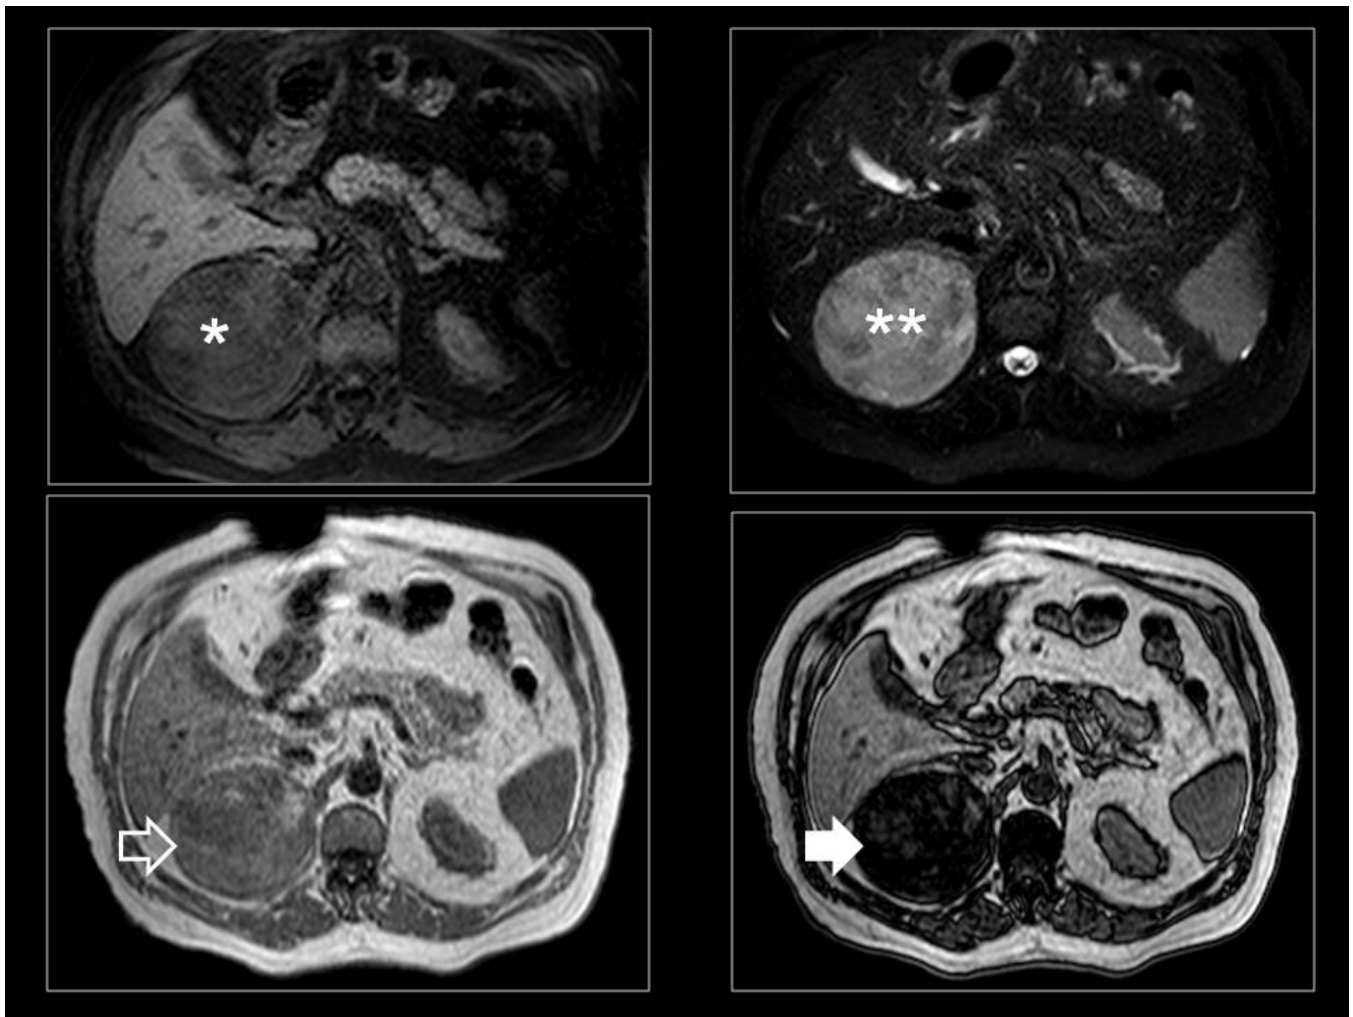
MIELOLIPOMA. Mismo paciente que la figura 1. Aquí se muestra RM donde observamos el mielolipoma en fase in fase vemos como es isodenso (flecha hueca) y en fuera de fase vemos como cae la señal (flecha sólida)
